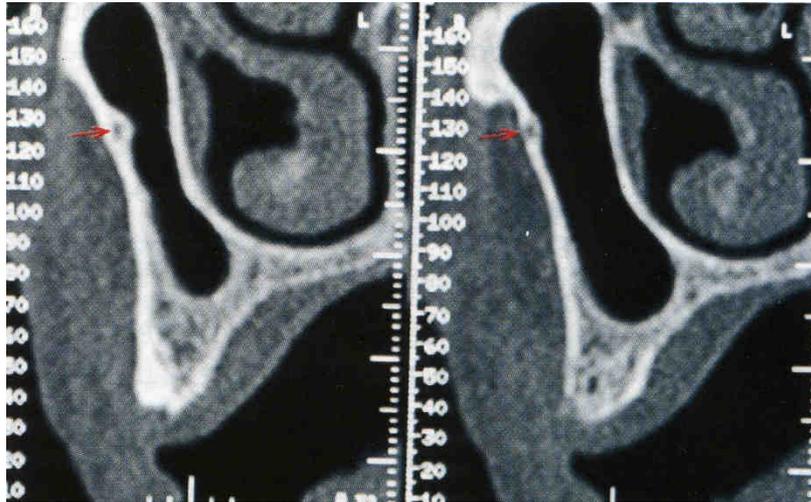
Coupe TDM coronale mettant en évidence l'artère alvéolo-antrale sur la paroi latérale du maxillaire.
